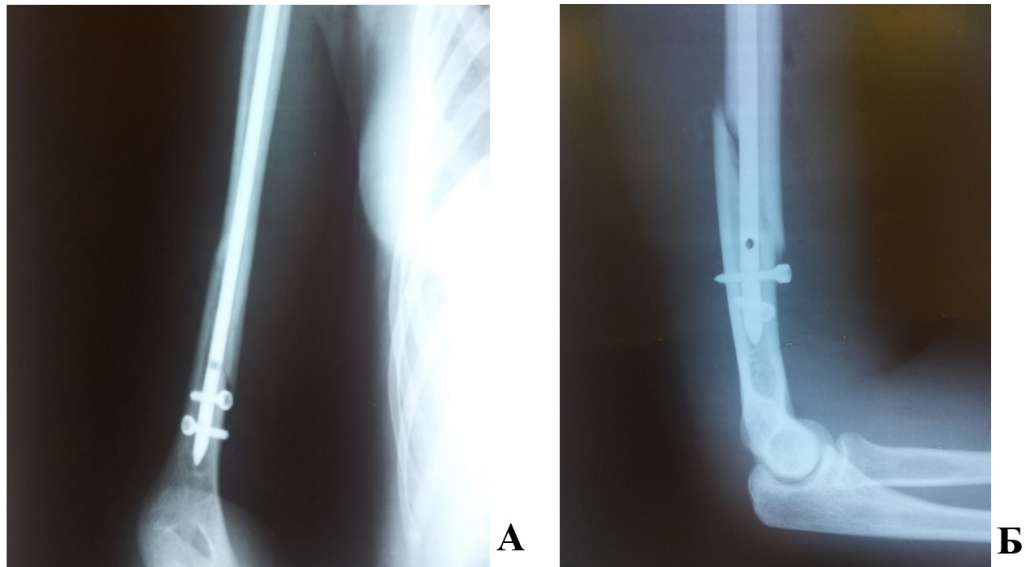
Рентгенограммы пациентки С., 25 лет, и/б 14823-14.
